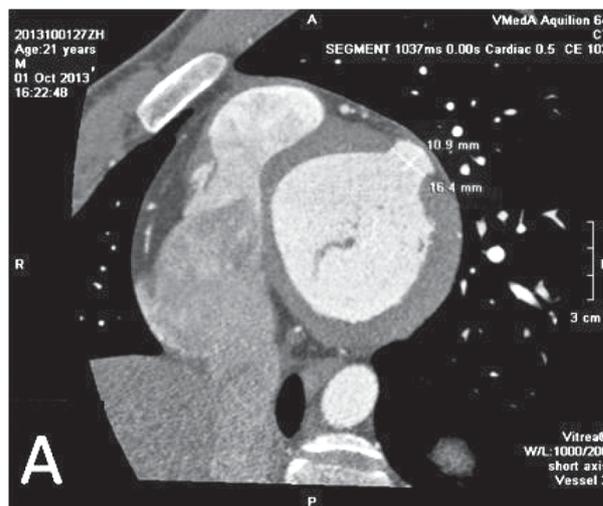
КТ-коронарография. Проекция по короткой оси ЛЖ в базальном отделе (А) и косая реконструкция через 6-й и 9-й сегменты левого желудочка по длинной оси (Б)
